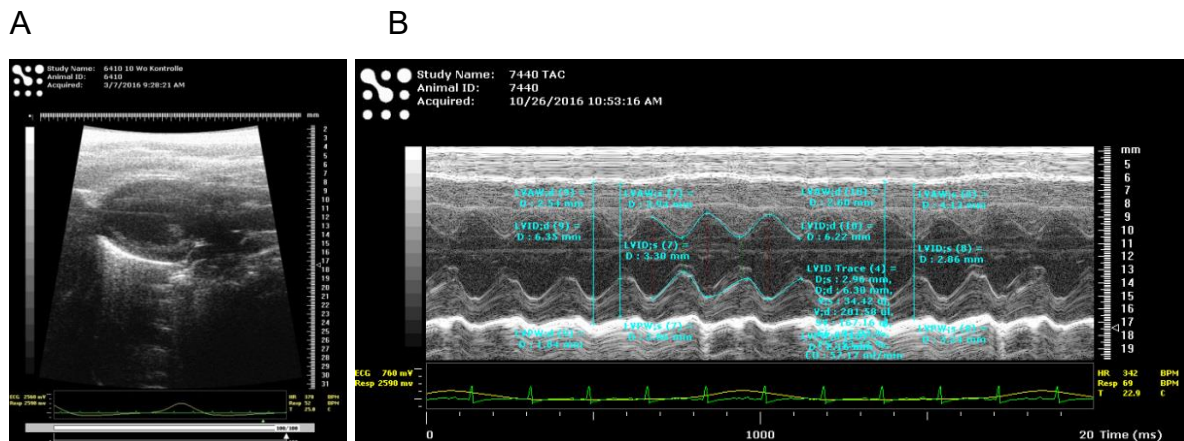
Echokardiografische Darstellung des linken Ventrikels: (A) Längsschnitt im Bild-Modus und (B) Längsschnitt im M-Modus: Messungen der Morphometrie und systolischen Funktion
